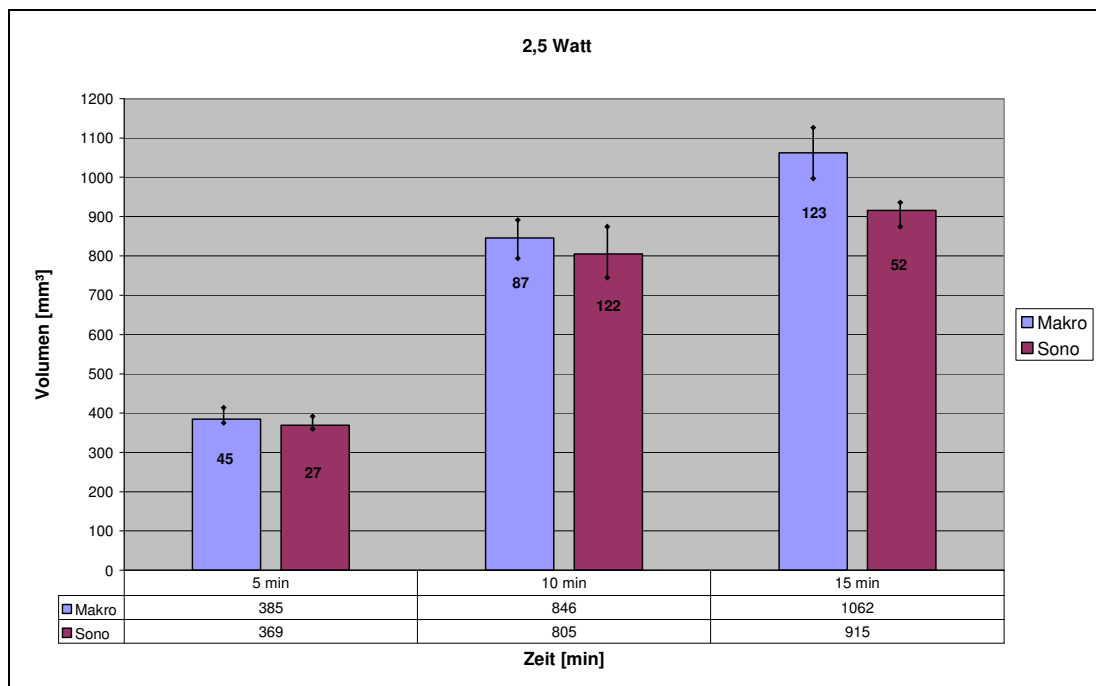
Dosis-Wirkungs-Beziehungen für Leber mit einer Kühlmittelflussrate von 2ml/h NaCl bei 2,5 Watt. Angegeben sind jeweils die Mittelwerte und die Standardabweichungen. Mittlere Abweichung der sonographischen Werte 8,5 %.
